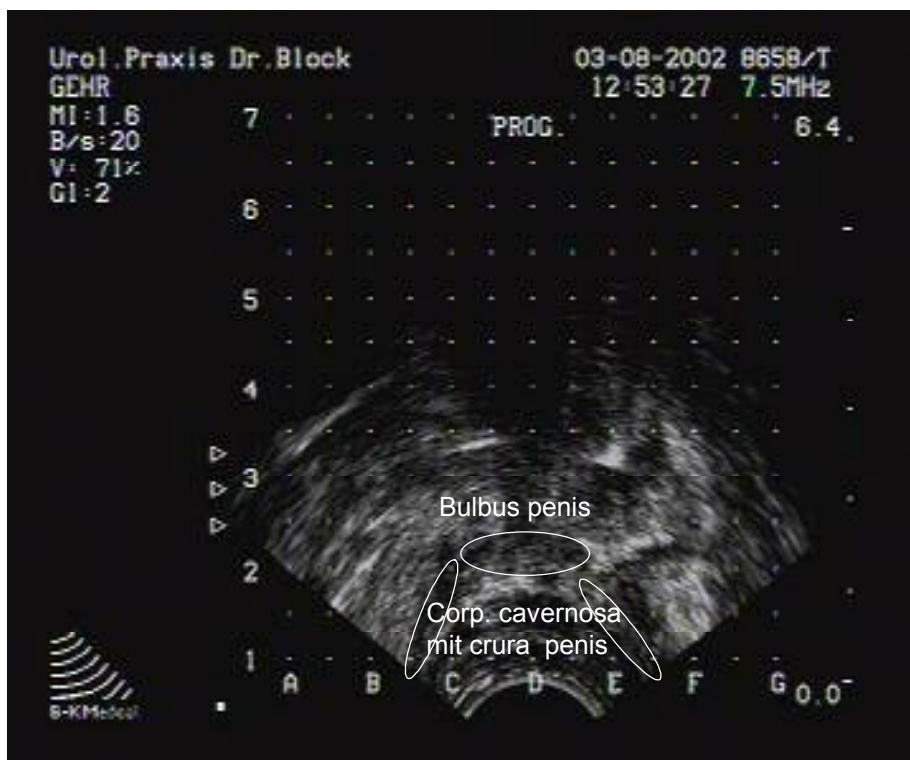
Transrektal sonografische Darstellung des Bulbus penis zur Risikoabschätzung der erektilen Dysfunktion nach permanenter Seedimplantation
